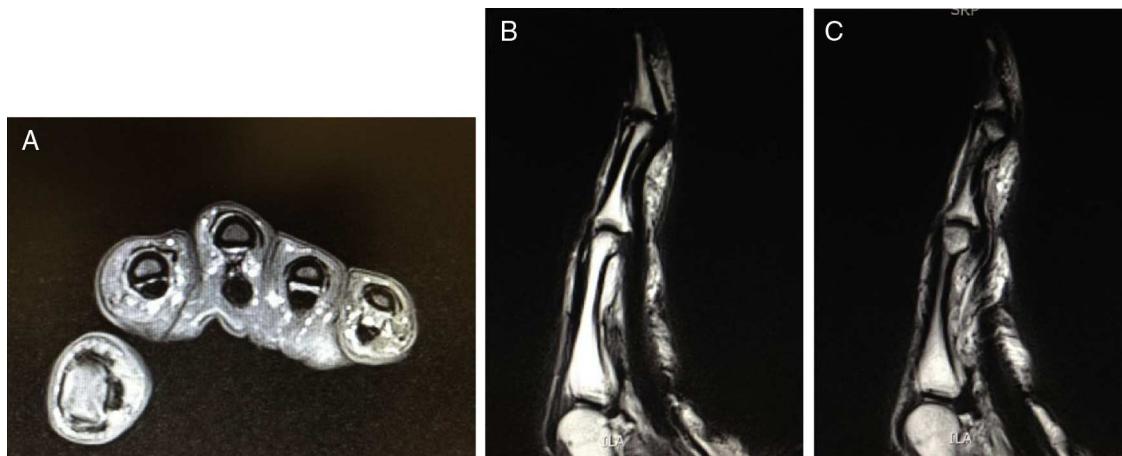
A: Imagen de corte axial de RM simple de los dedos de la mano derecha, donde se observa aumento del espacio entre los tendones flexores y la superficie ósea en el tercer dedo, indicando la translación palmar de los tendones. B y C: Imágenes de cortes sagitales de RM simple del tercer dedo de la mano derecha, donde se observa aumento del espacio entre los tendones flexores y la superficie ósea a la altura de la polea A2. Nótese además la fibrosis extensa de los tejidos.
